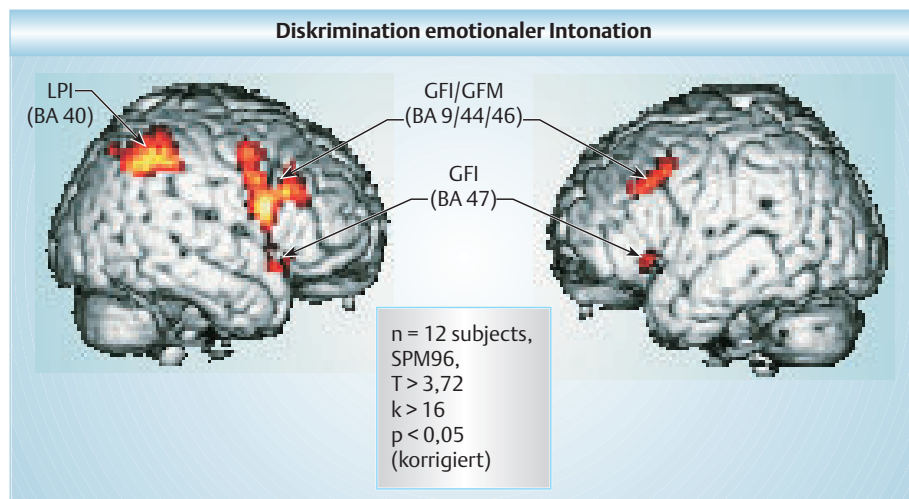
Verteilung hämodynamischer Antworten (funktionelle Kernspintomographie) bei Diskrimination der affektiv-prosodischen Qualität paarweise angebotener Sätze, die entweder in ihrer Intonationskontur oder in ihrer rhythmischen Struktur systematisch variierten (Subtraktion der Aktivierung bei Applikation des zweiten versus des ersten Satzes). GFI = Gyrus frontalis inferior, GFM = Gyrus frontalis medius, LPI = Lobulus parietalis inferior (Details zu Methodik und den Ergebnissen in [70]).
